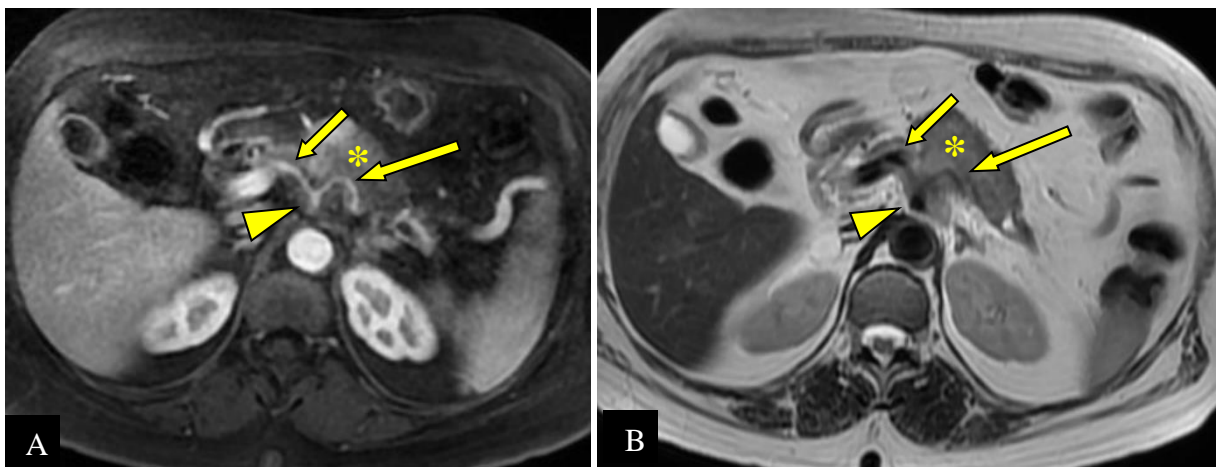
ADCP localement avancé (*) chez une femme de 58 ans. Engainement circonférentiel du TC (têtes de flèche) et de ses branches de division ; l'AHC (flèches courtes) et l'AS (flèches longues) ; sur les séquences T1 injectée (A) et T2 SSFSE (B) (CHUC).
